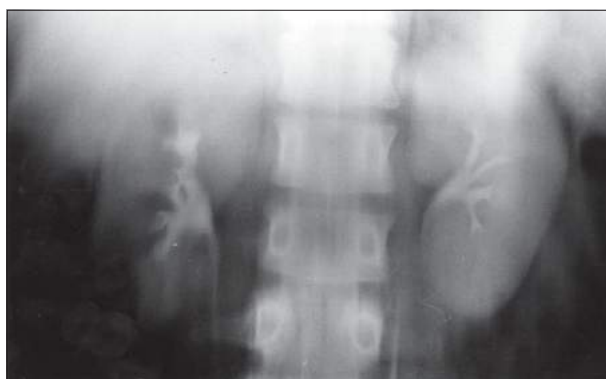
Urografia excretora com nefrotomografia. Essa técnica proporciona boa avaliação dos contornos renais.
